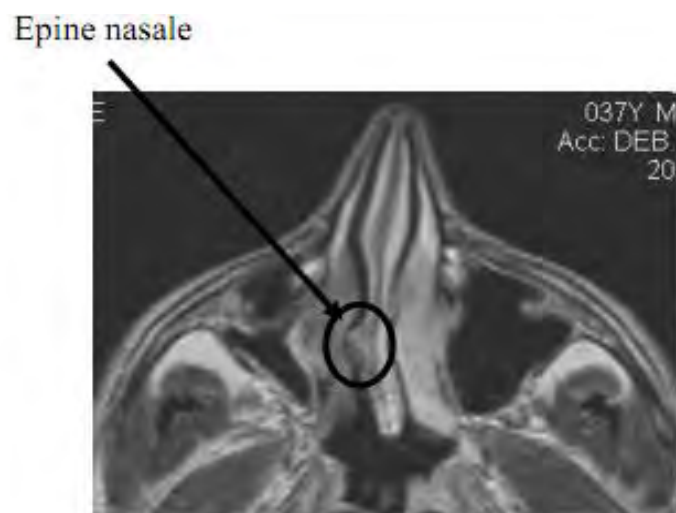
IRM du massif facial, coupe axiale, séquence T1 , déviation septale [44]
